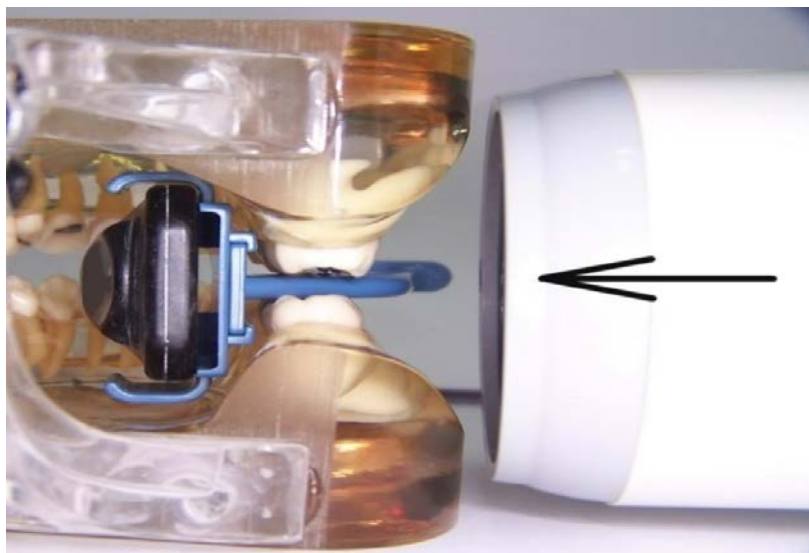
Демонстрация положение позиционера в полости рта и направления луча при bitewing съемке
